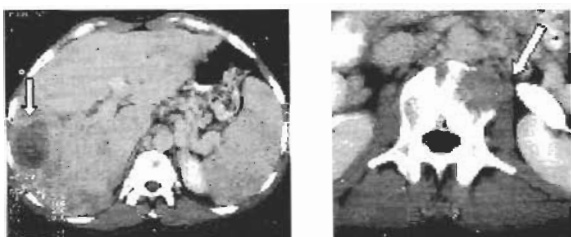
TC abdômino-pélvica: lesões hepáticas e lesões osteolíticas da coluna vertebral.
